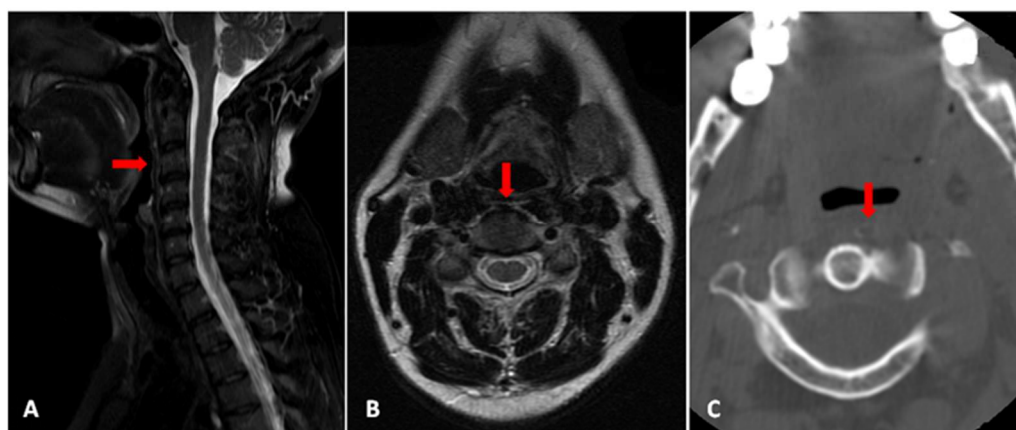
Imagens de reavaliação 2 semanas após a alta. Na RM, em A (planos sagitais T2 com supressão de gordura) e B (planos axiais T2), observa-se ausência do edema pré-vertebral anteriormente identificado. Na TC, em C, verifica-se reabsorção subtotal da calcificação anterior ao arco anterior de C1.
